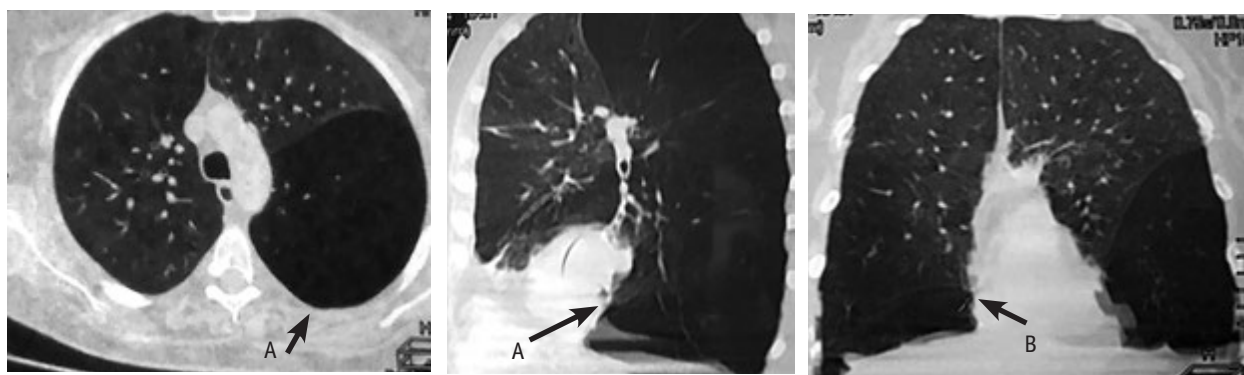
CT scan of patient K. upon admission to the hospital
